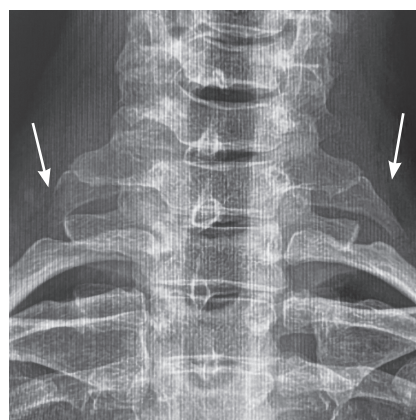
Рентгенография пациентки Т. Определяются двусторонние шейные ребра с более выраженным левым ребром. стрелки указывают на недоразвитые двусторонние шейные ребра (из личного фотоархива Л.М. Стрелковой)
